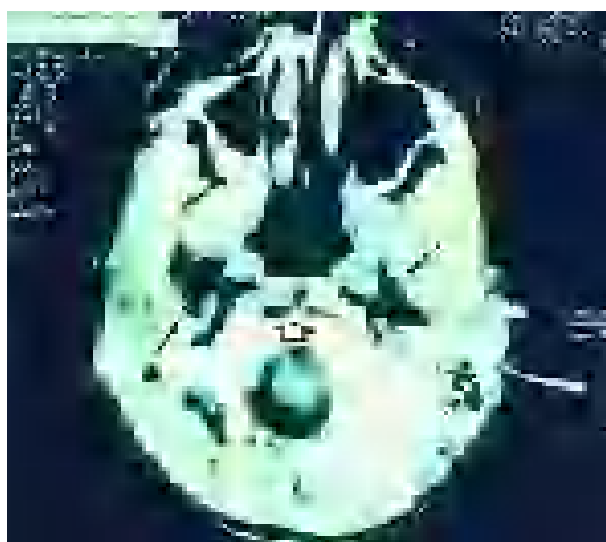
TC cervical (cortes axiales): presencia de aire en región subcutánea, espacio cervical visceral, espacios perivascular y parafaringeo. Se aprecia también despegamiento del espacio retrofaringeo y del espacio peligroso (espacio 4 de Grodinsky) en toda la extensión cervical, hasta llegar a base de cráneo.
